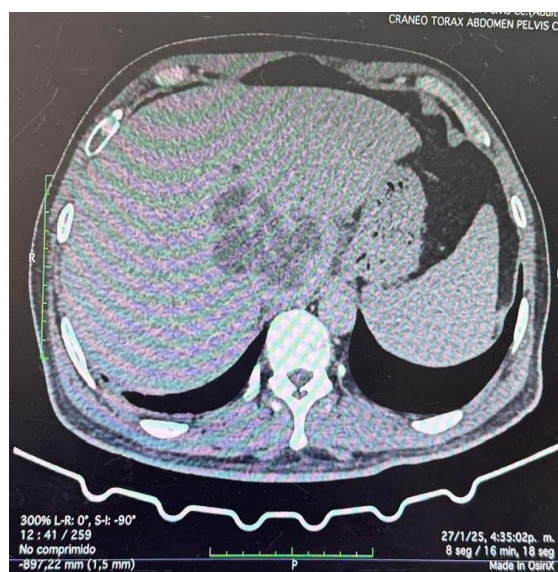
Corte axial de tomografía computarizada de abdomen con contraste intravenoso, fase portal. Se observa colección hipodensa sub-capsular en el lóbulo hepático izquierdo, con pared definida y contenido heterogéneo, compatible con absceso hepático.
